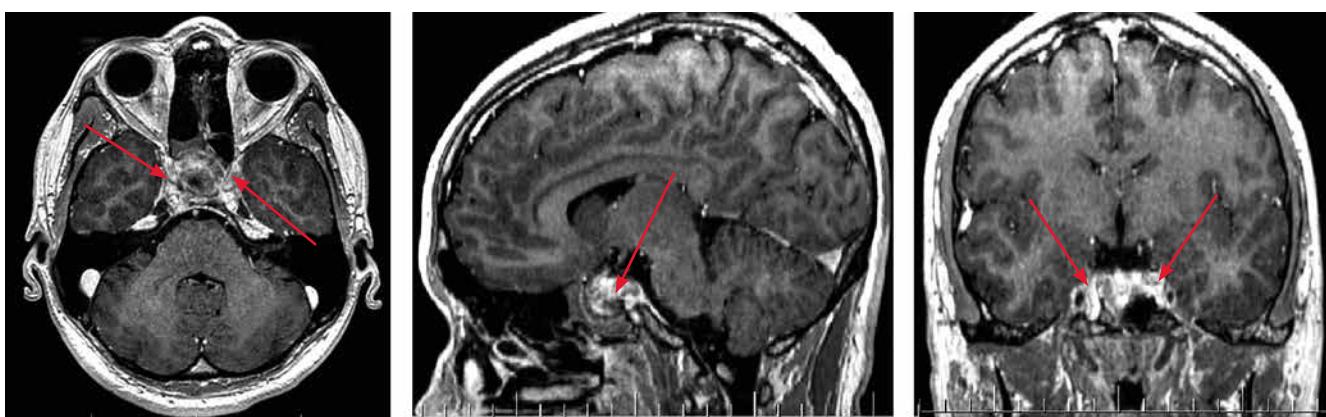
Магнитно-резонансные томограммы пациента К. через 5 мес после операции, перед лучевой терапией. Стрелками указаны остатки опухоли
